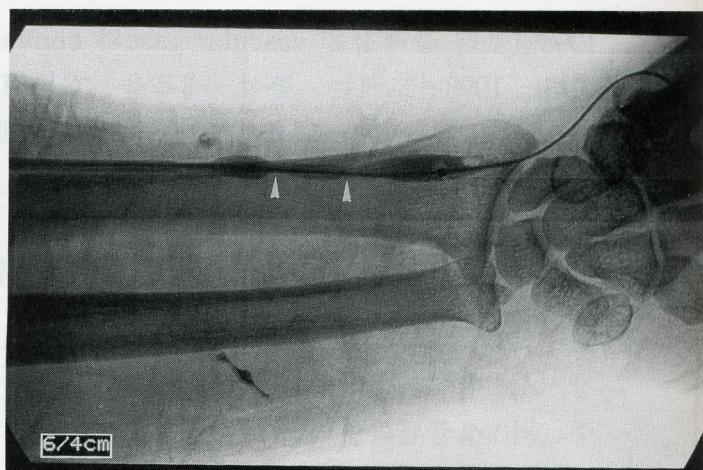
Angioplasty was performed in distal portion of cephalic vein with balloon catheter of 6mm in diameter and 4cm in length. On spot radiograph, there were two waistings (arrowheads).
